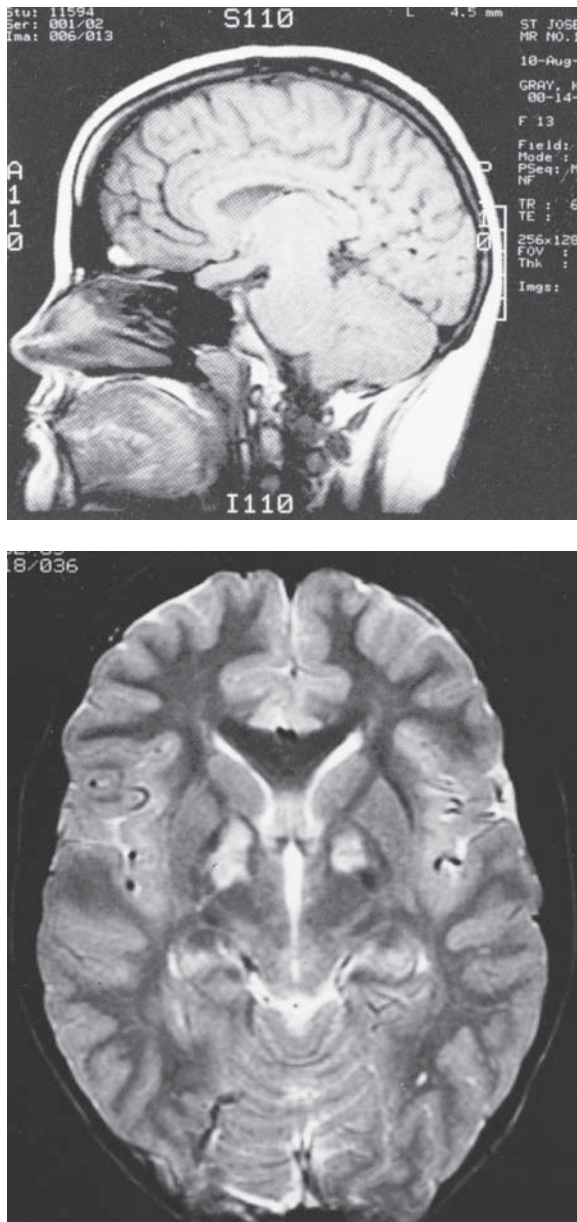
Neurofibromatosis tipo 1. Imagen T1 de RM en el plano sagital que pone de manifiesto un glioma que afecta el quiasma óptico y el tallo cerebral (arriba). Imagen T2 axial que muestra focos múltiples de hiperintensidad, tal vez hamartomas (abajo).
